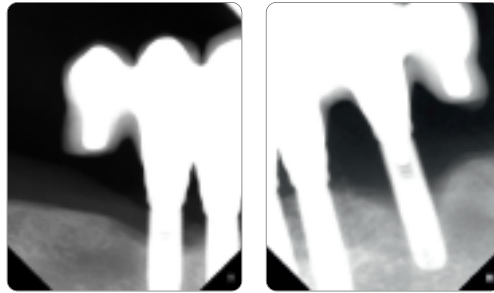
und 4 Die Situation im Jahr 2010: Starker Knocheneinbruch. Der Vergleich des Röntgenbildes zur klinischen Situation zeigt, ...
